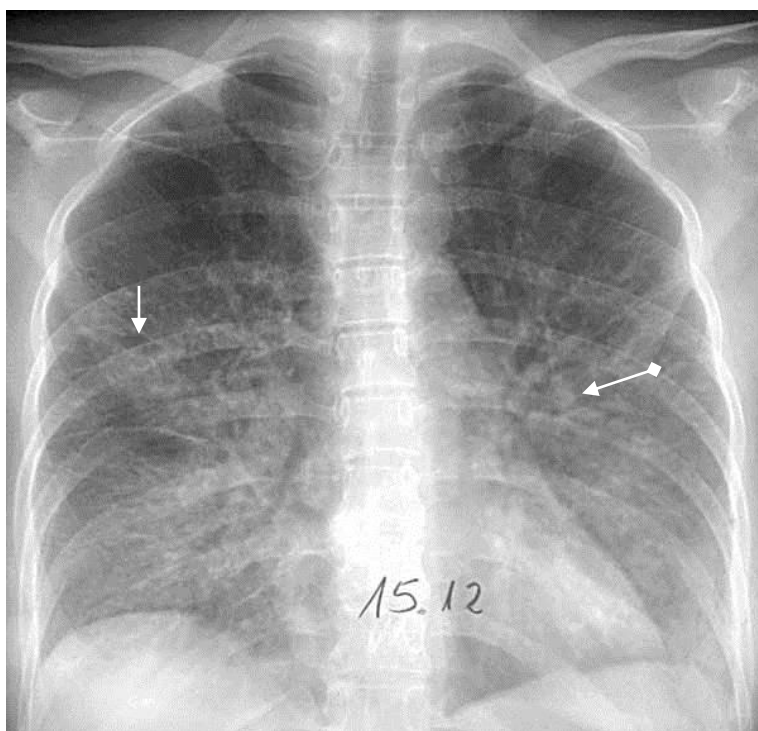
Обзорная рентгенограмма грудной клетки в прямой проекции. Структура корней обоих легких нечеткая. Легочный рисунок в обоих легких усилен и деформирован в средних и нижних отделах с образованием ячеистых структур (стрелка). В прикорневой зоне левого легкого очаговые тени малой интенсивности (ромбовидная стрелка). Вирусная пневмония
